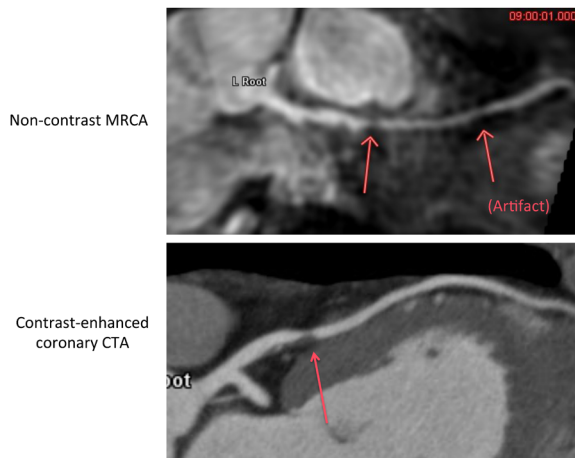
Non-contrast MRCA and contrast-enhanced coronary CTA
